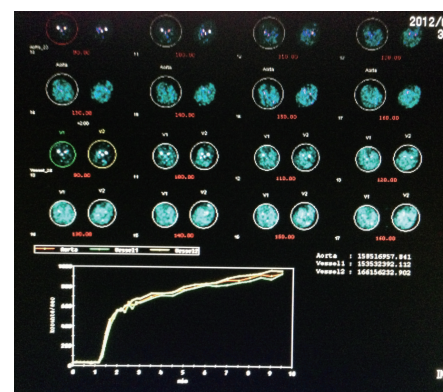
治療後 3 日目の同様の方法で、AA のカウントピークは 80 秒でカウント比は CIA レベルで 0.92 : 1.00、両下腿の SUV mean 比は、1 : 1 で dynamic study でアンモニアの筋集積の立ち上がり早く、下肢に血流が到達後速やかに分布していると考えられた。
